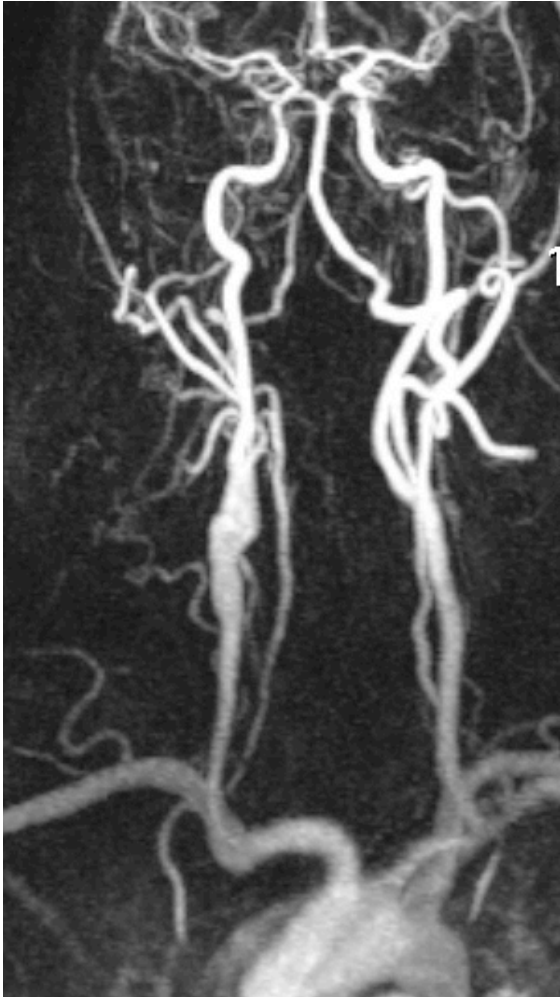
Postoperative MRT Angiographie
